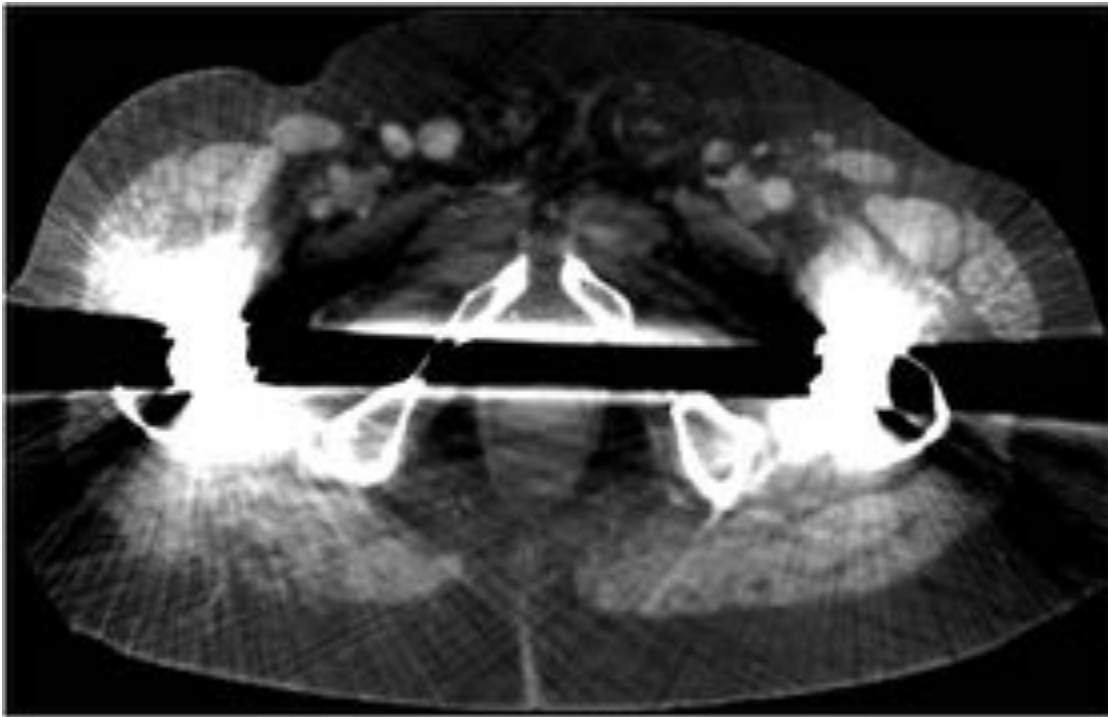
Hombre de 70 años con antecedente de reemplazo de cadera bilateral, con dolor inguinal derecho de 3 años de evolución coincidente con adenopatías inguinales. TC comparativo de 2 años atrás sin cambios significativos.
